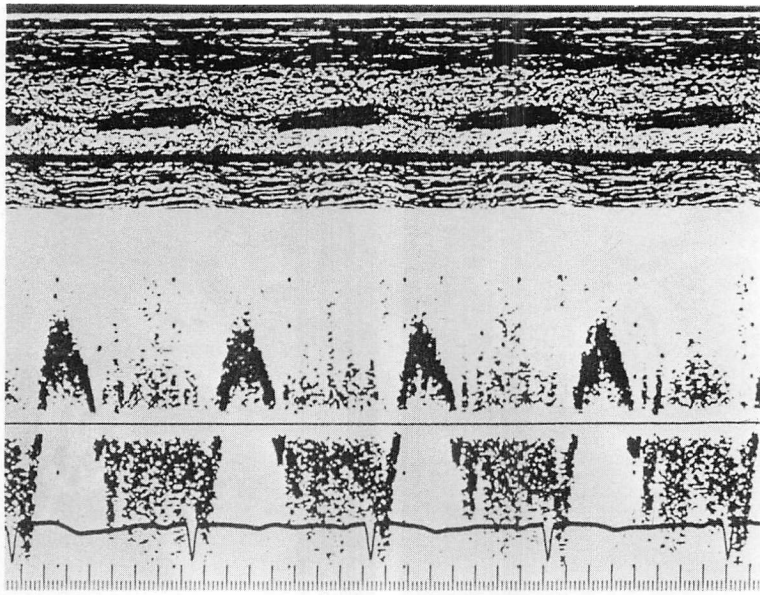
An intraoperative pulsed Doppler echocardiogram with direct application of the transducer over the aortic arch and the sample volume in the left ventricular outflow tract before cardiopulmonary bypass.
